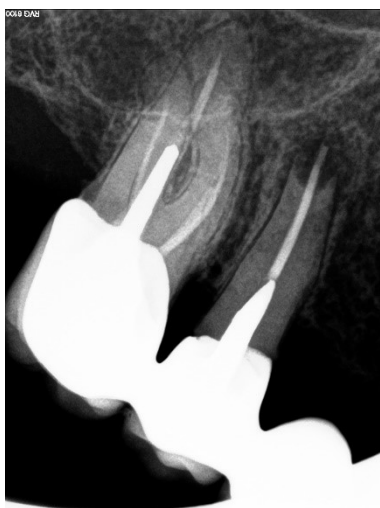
Radiografia periapical de um pré-molar superior. Apresenta reabsorção apical inflamatória externa. Radiografia cedida por Dr. João Neves.
